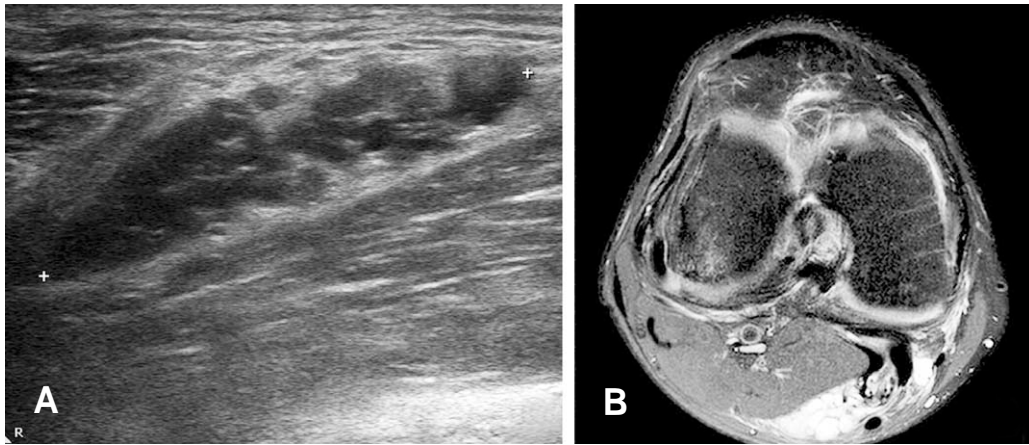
Sonogram (A) and MRI (B) showing a multiple cyst in a 54 year old male patient.
